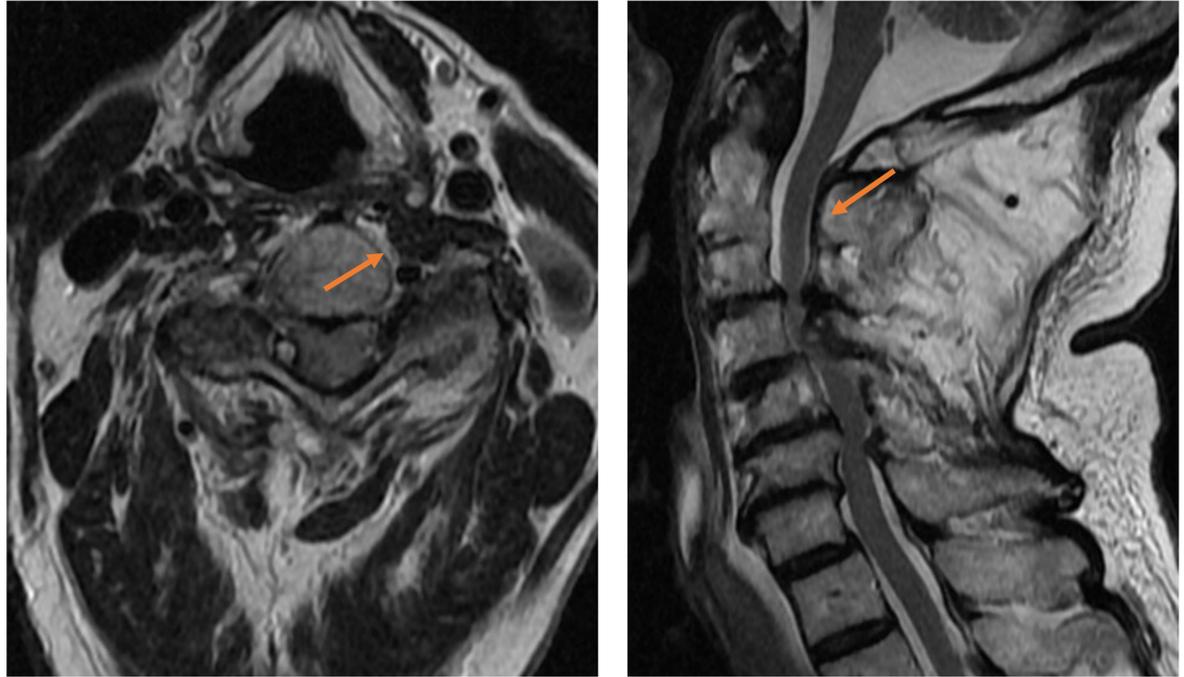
Imagen de RM. La flecha naranja indica el quiste sinovial.
